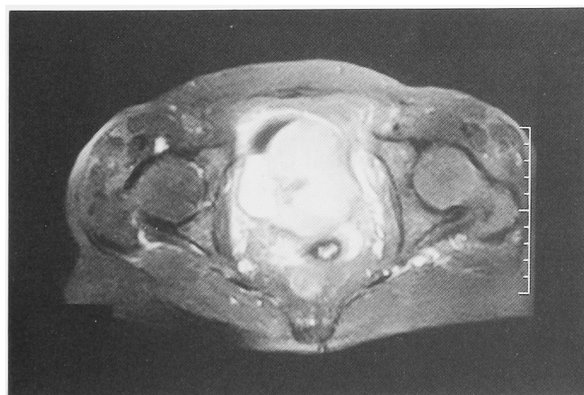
Pelvic T2-weighted MRI showed large bladder tumor. The tumor was suspected to have spread out side of the wall of the urinary bladder.
